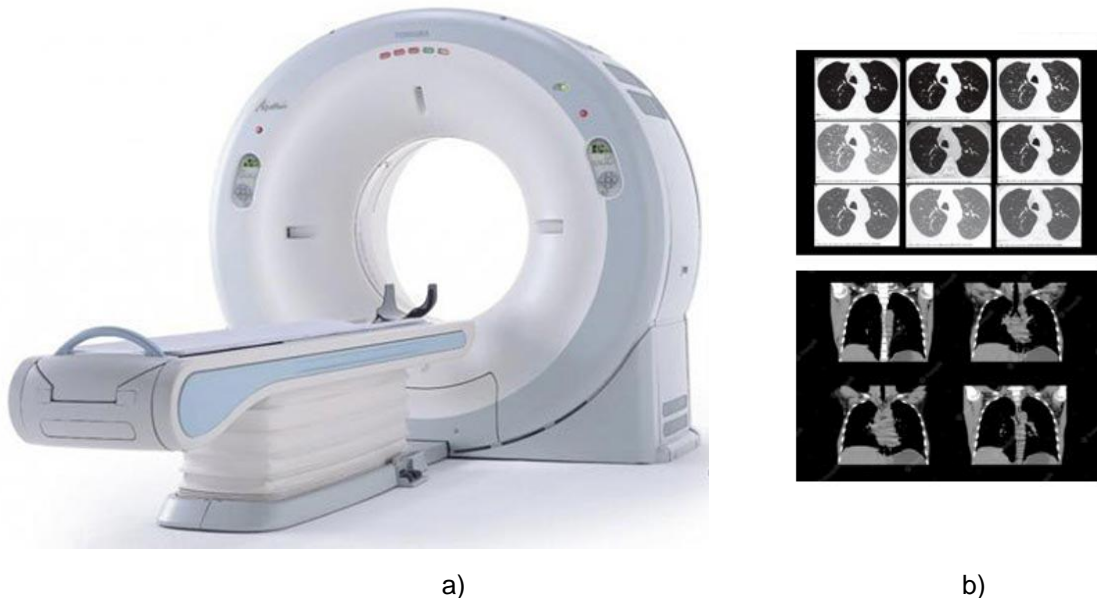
Tomografía computarizada. a) Tomógrafo. b) Ejemplos de tomografías.
